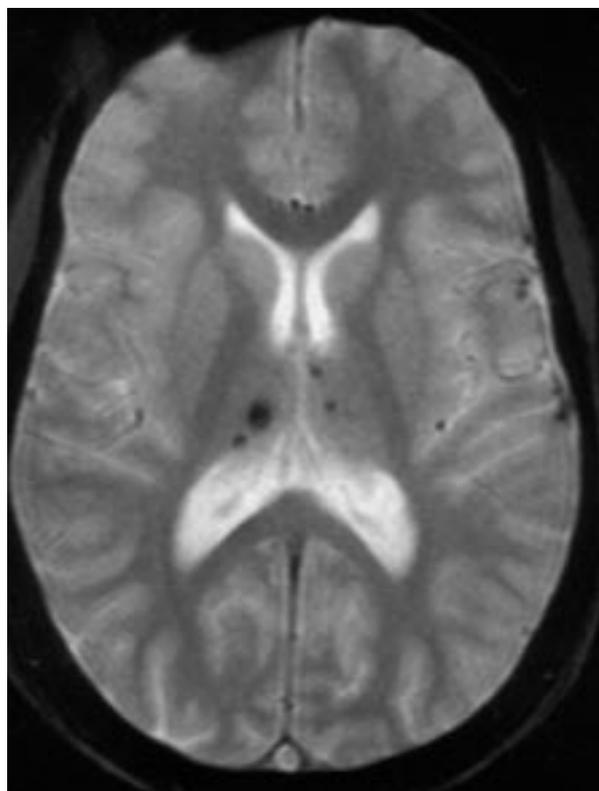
Resonancia nuclear magnética (eco de gradiente T2). Daño axonal difuso. Lesiones corticosubcorticales.
